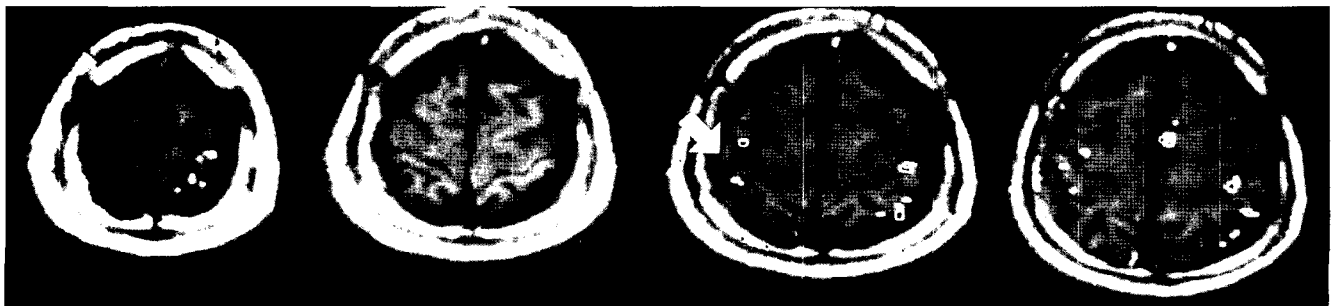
Functional MR images in patient with schizophrenia.
